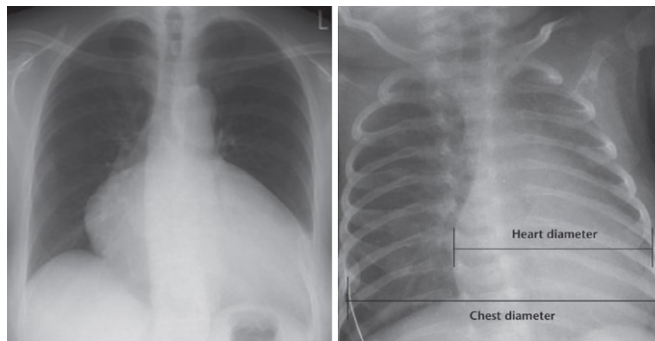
Визначення КТІ у пацієнтів [100]. Heart diameter – діаметр серця, Chest diameter – діаметр грудної клітки. Пацієнт К., іст. хв. № 3280
